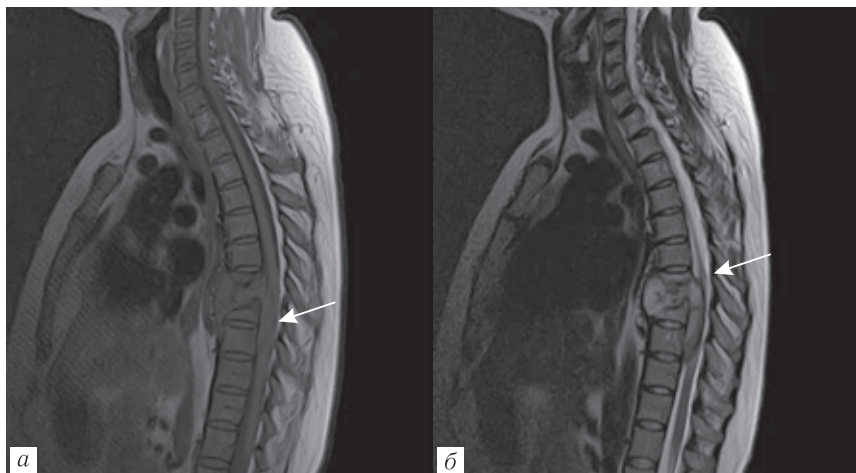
Пациент Ф, 25 лет. МРТ. Туберкулезный спондилит ThVIII-IX: *a* — T1-ВИ, сагиттальная проекция. На уровне ThVIII-IX эпидуральный абсцесс, компримирующий передние отделы субарахноидального пространства, компримирующий спинной мозг, смещающий его кзади, в свою очередь, с компрессией задних отделов субарахноидального пространства. В дорсальных отделах позвоночного канала полоса гиперинтенсивного МР-сигнала, соответствующая задней эпидуральной клетчатке; *б* — T2-ВИ. В дорсальных отделах позвоночного канала полоса гиперинтенсивного МР-сигнала, соответствующая задней эпидуральной клетчатке, изоинтенсивна подкожно-жировой клетчатке. Отделы субарахноидального пространства компримированы
